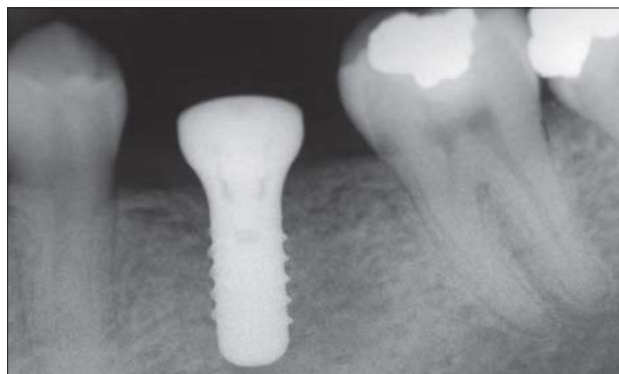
Röntgenaufnahme 6 Wochen nach Implantation.
